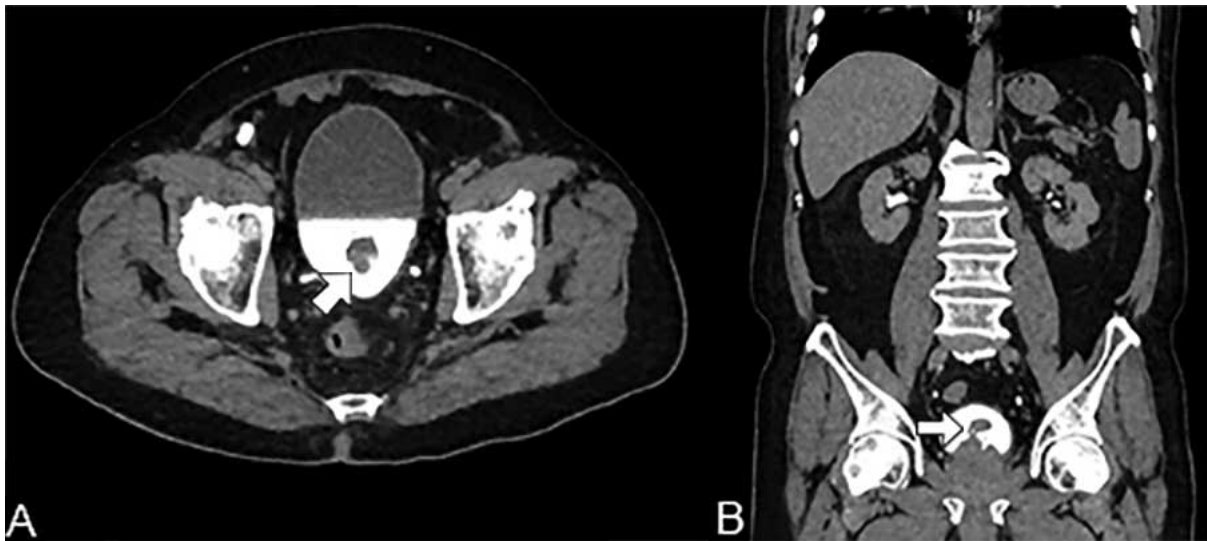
TC de abdomen y pelvis con fase de eliminación en reconstrucción axial (panel A) y coronal (panel B). Se observa un defecto de llenado de 12 mm en la pared posterior de la vejiga (flecha). No existe evidencia de extensión hacia tracto urinario superior o a estructuras adyacentes
